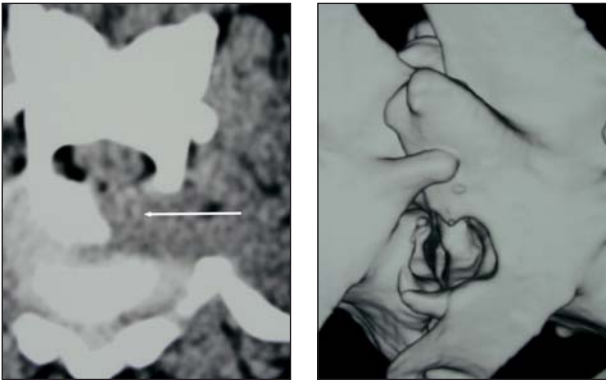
CT transversal (2a) und Rekonstruktion (2b): Situation nach gedeckter lateraler Korpektomie L1-L2 bei einem 8 Jahren alten Schäferhund mit chronischem Bandscheibenvorfall. Ein Teil der Wirbelkörper (Endplattenbereich) sowie die Bandscheibe wurden entfernt, die dorsalen Bandstrukturen wurden nicht perforiert (Pfeil).
